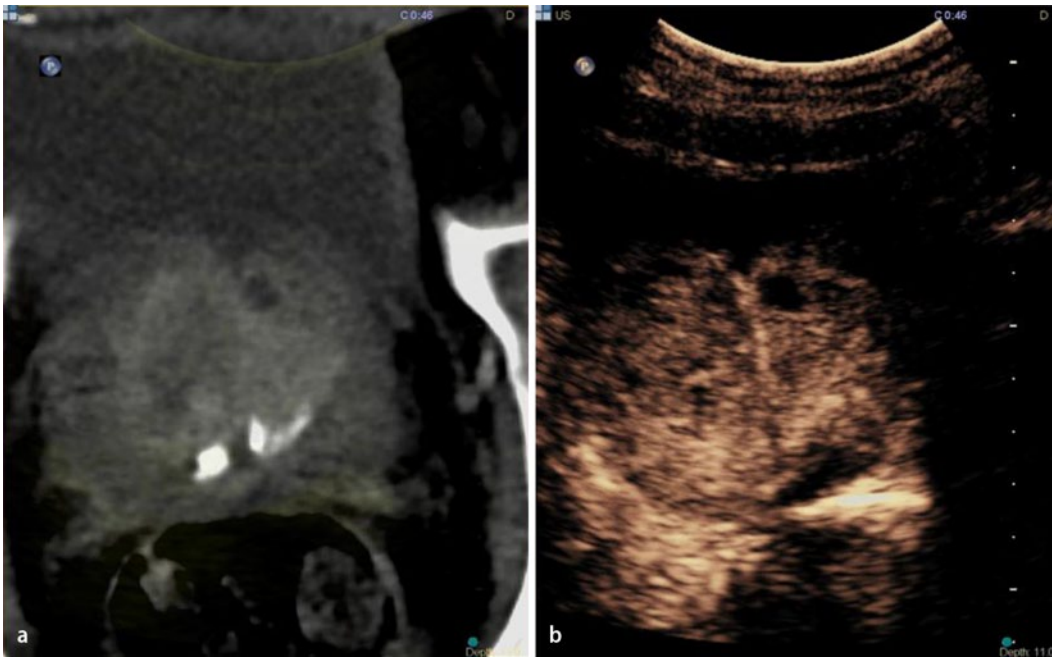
◀ Farbkodierte Duplexsonographie mit Darstellung der Prostata: In der registrierten CT-Bildfusion zusätzlich simultane Erfassung der Parenchymverkalkung (a, c, d). Eine vermehrte Vaskularisation lässt sich in der farbkodierten Duplexsonographie nicht abgrenzen (b)
